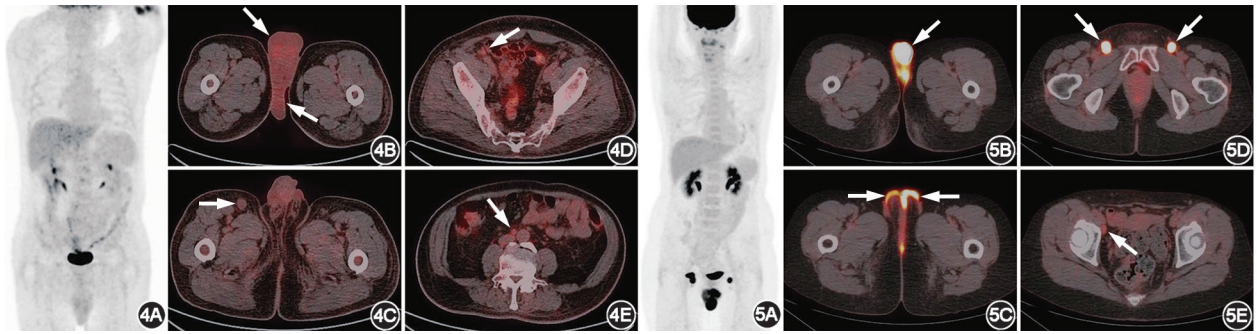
乳房外 Paget 病患者(男, 69 岁) ^{18}F -FDG PET/CT 显像图(箭头示病灶) PET 最大密度投影(MIP)图(4A)可见阴囊代谢轻度增高,横断面 PET/CT 融合图像可见阴囊增厚伴代谢弥漫轻度增高(4B), SUV_{max} 3.0; 双侧腹股沟(4C)、双侧腋血管旁(4D)、腹主动脉旁(4E)多发代谢轻度增高的淋巴结, SUV_{max} 2.6, 考虑转移可能性大 图 5 乳房外 Paget 病患者(女, 49 岁) ^{18}F -FDG PET/CT 显像图(箭头示病灶) MIP 图(5A)可见外阴及双侧腹股沟区多发局灶性代谢增高灶,横断面 PET/CT 融合图像可见大阴唇代谢异常增高的软组织肿物(5B), SUV_{max} 27.8; 外阴皮肤明显增厚并代谢增高(5C), SUV_{max} 9.9, 双侧腹股沟(5D)及右侧腋外血管旁(5E)多发转移淋巴结, SUV_{max} 21.3
